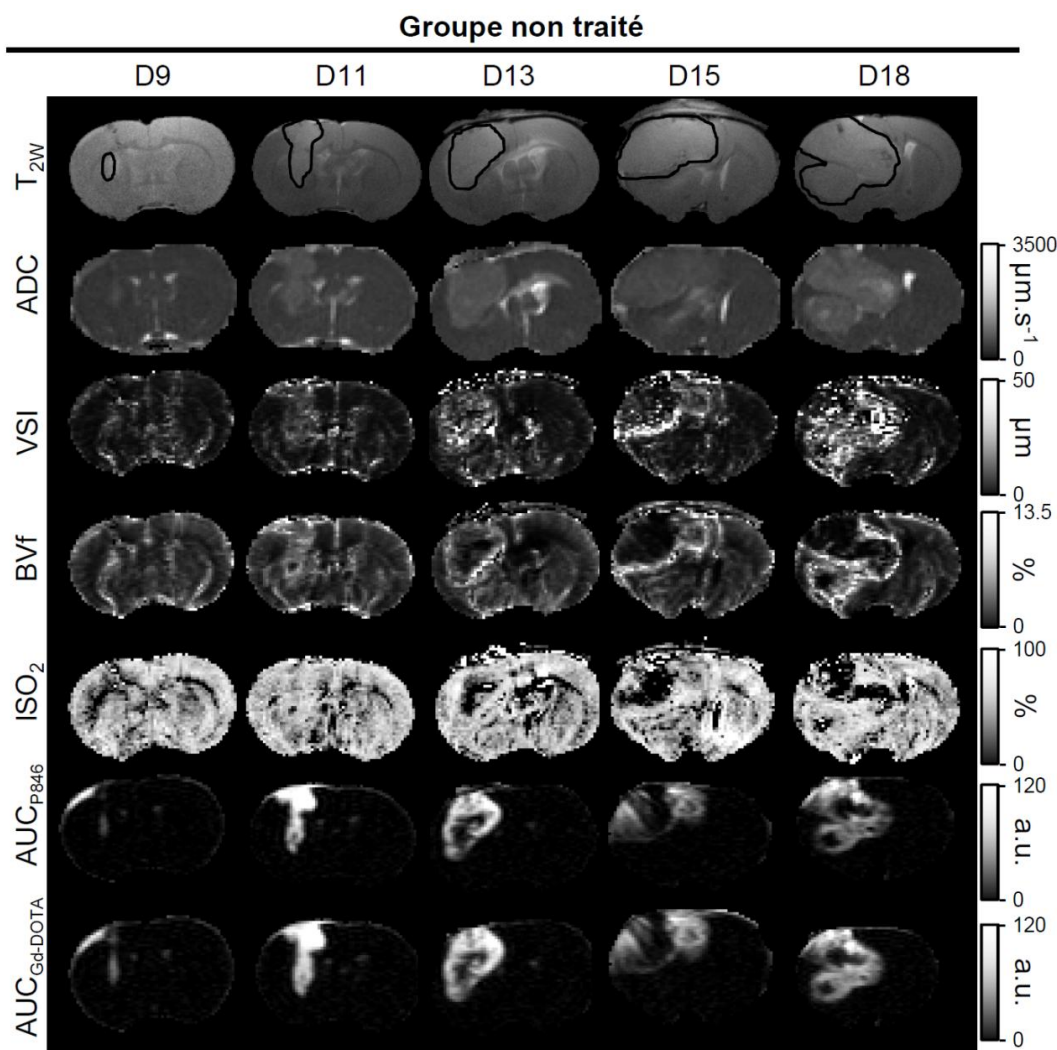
3-3 De haut en bas sont représentées les cartes de tous les paramètres IRM estimés issues d'animaux représentatifs porteur d'un gliosarcome 9L non traité. De gauche à droite, on peut voir l'évolution de chacun des paramètres au cours du développement de la tumeur. Les tracés en noir sur les images  $T_{2w}$  (anatomiques) représentent le contour des tumeurs. Les images proviennent d'animaux du sous-groupe ponctuel.
